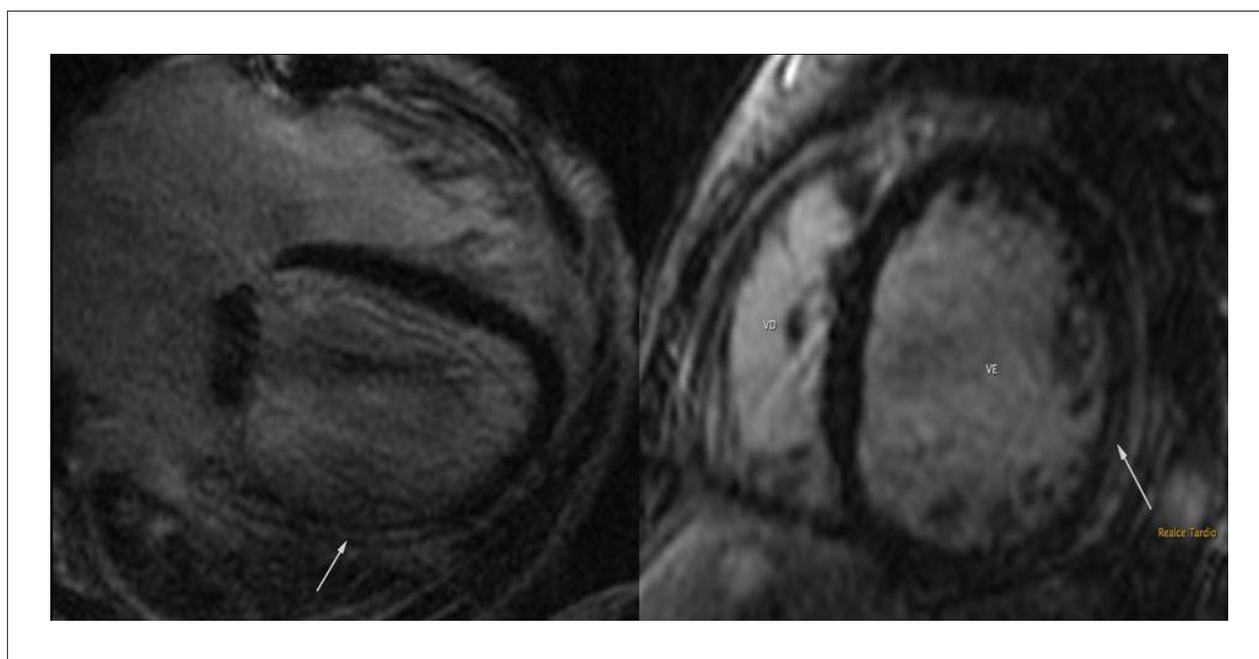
Ressonância magnética cardíaca mostrando a presença de realce tardio intramiocárdico em ventrículo esquerdo (setas brancas).
